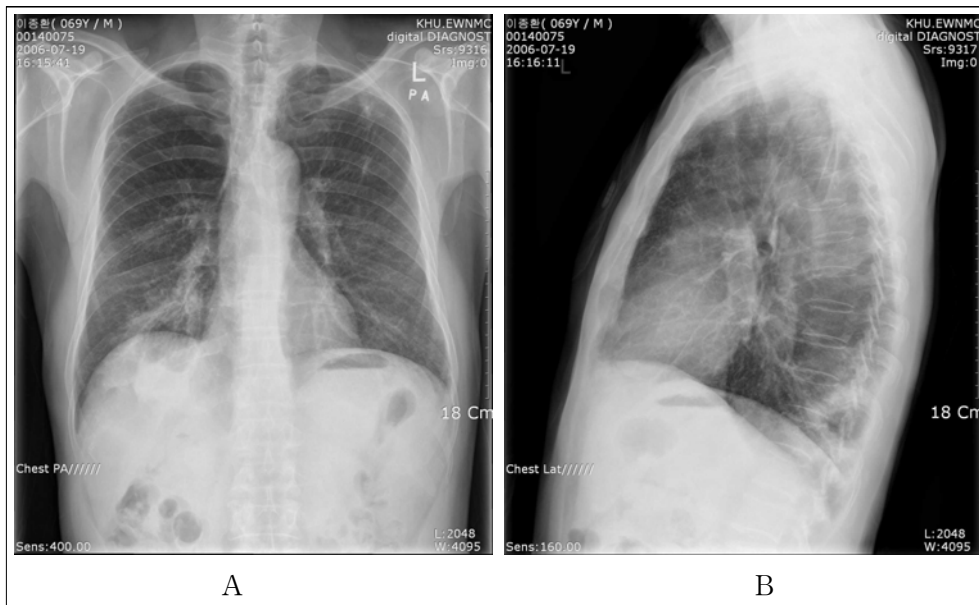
Chest X-ray shows airspace consolidation on both lower lobe and a large cavity in the right lower lobe underlying emphysema and inactive tuberculosis on the left upper lobe (A: Chest PA view, B: Chest Right lateral view).
